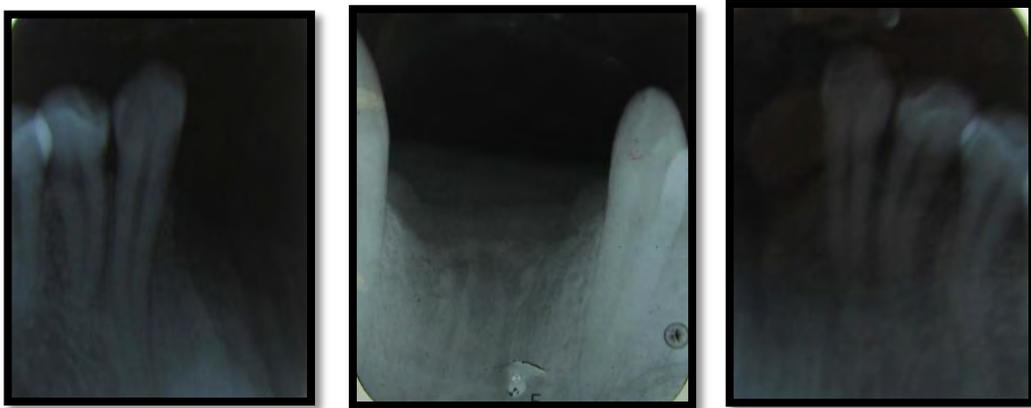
Radiografías iniciales de la zona anterior inferior.^{fd}
